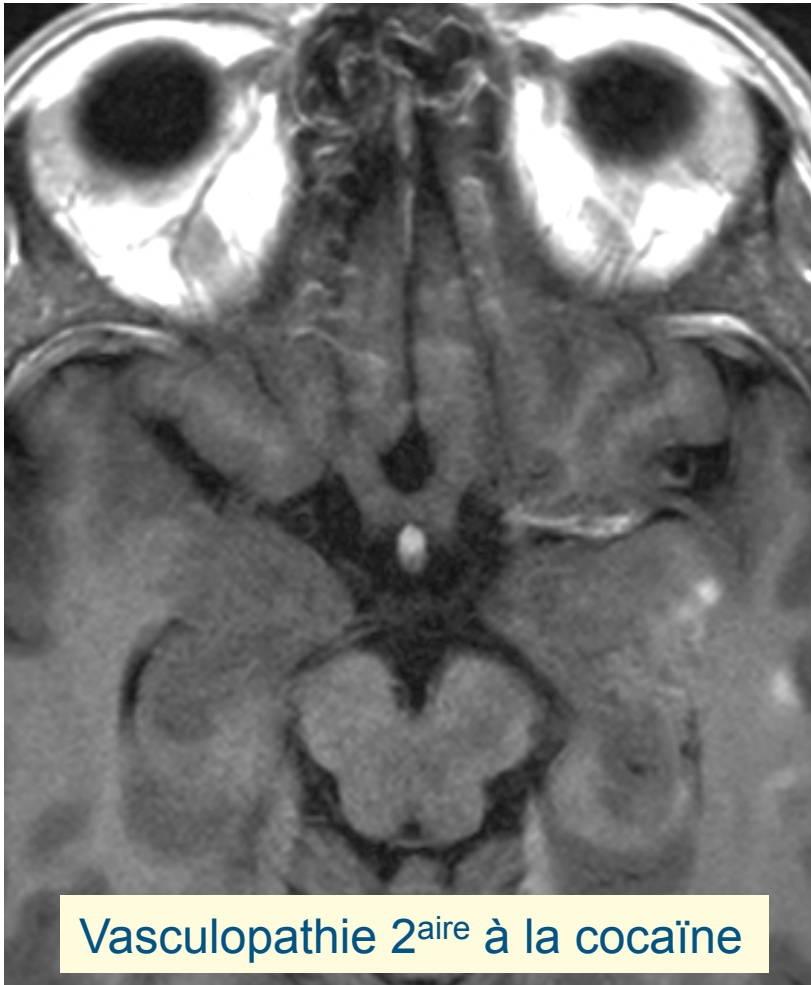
Imagerie de la paroi par IRM Gado+
